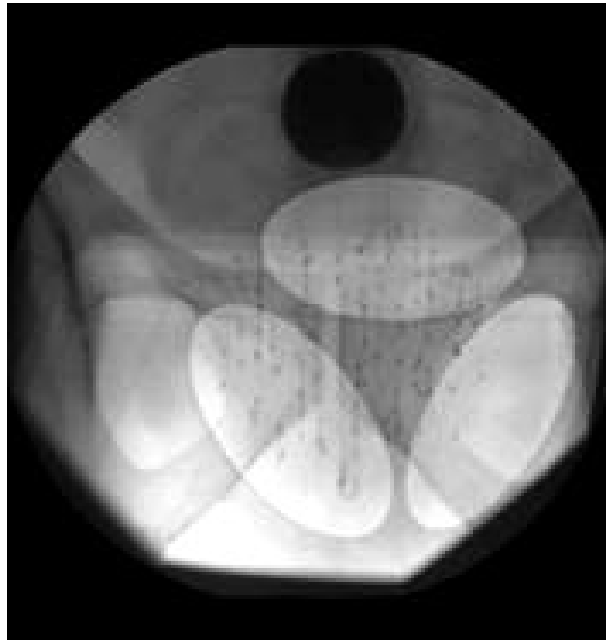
Röntgenaufnahme mit Ellipsenprojektionen. [12] ©2010 IEEE
